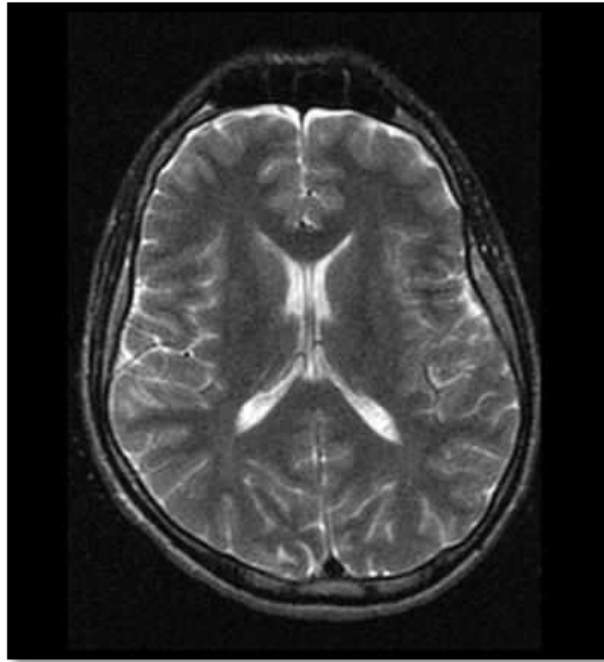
Клінічне спостереження №164. Пацієнт Т-ов (амбулаторна карта №1324786). МРТ головного мозку. Т2 ЗЗ (аксіальна проекція). Розширення конвексимальних ПП в лобних ділянках.
